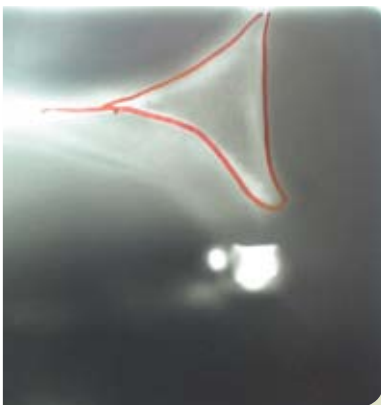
Die Spiraltomographaufnahme zeigt ein ausreichendes Platzangebot für die geplante Implantation.
